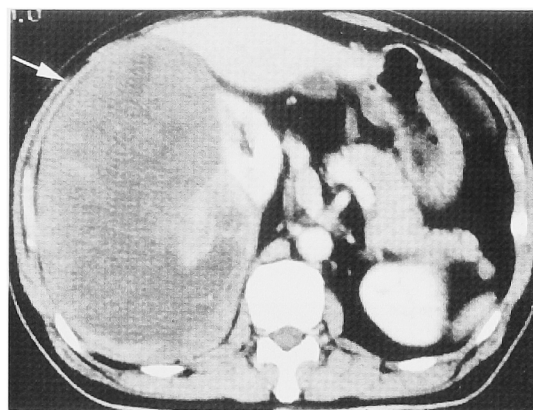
CT scan revealed a right retroperitoneal mass, 20×15 cm in size, which pushed the right kidney medially.
